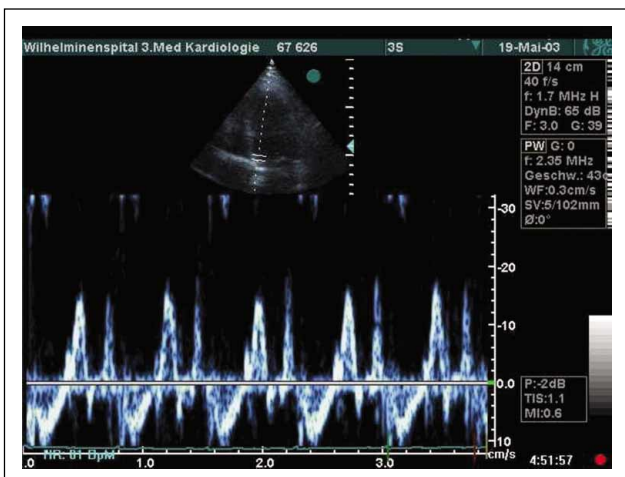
Gewebedopplersignal der septumnahen Herzbasis: gegenüber dem Flußsignal inadäquat große Longitudinalauslenkungen
